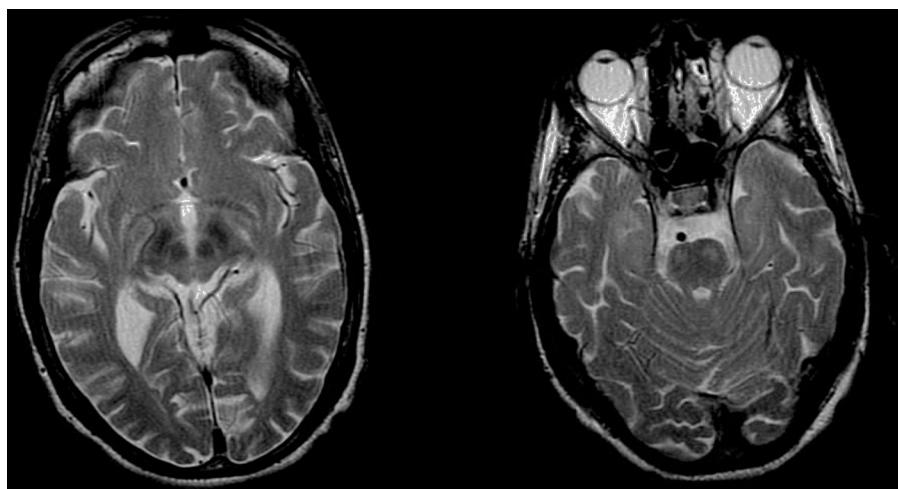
Resonancia magnética cerebral secuencia T2, que muestra lesión hiperintensa en ambos tractos piramidales a nivel de protuberancia y lesiones hipointensas a nivel mesencefálico en núcleo rojo y sustancia negra.
